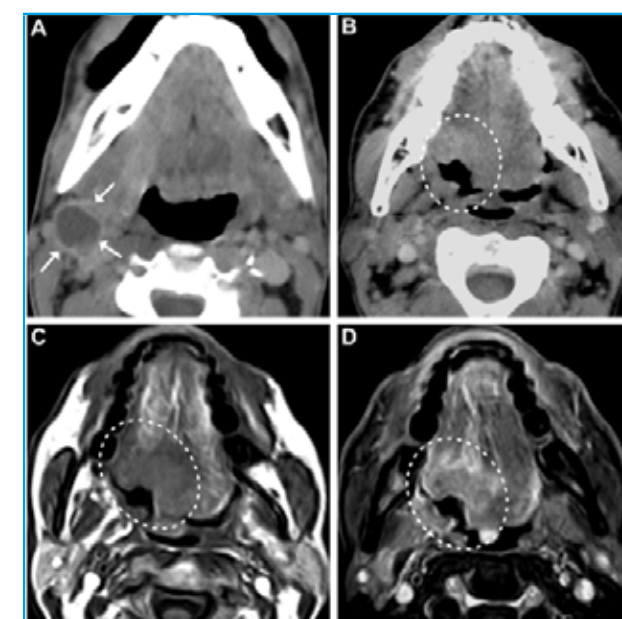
Varón de 58 años de edad, que debuta con una adenopatía en nivel IIA izquierdo, correspondiente a metástasis de carcinoma epidermoide de origen indeterminado (Figura 7A: corte axial de TC que nos demuestra una adenopatía ampliamente necrosada [flechas blancas]). La Figura 7B es un corte axial a la altura de la base de la lengua y demuestra una voluminosa tumoración primitiva necrosada en su mitad derecha (círculo). Las Figuras 7C y 7D corresponden respectivamente a cortes axiales en secuencias T1 sin contraste y T1 con supresión grasa y administración de gadolinio intravenoso, y demuestran claramente la lesión tumoral en la mitad derecha de la base de la lengua (círculos).
